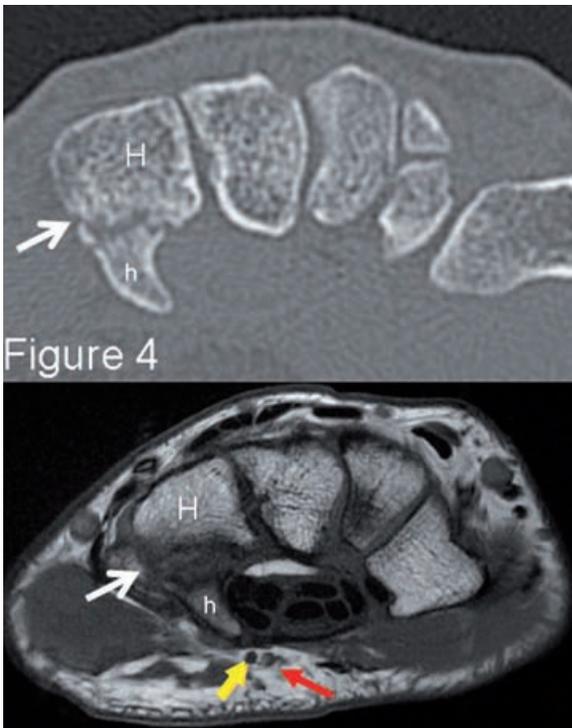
Coupes transversales CT (haut) et IRM T1 (bas) démontrant une fracture pseudarthrosée de l'hamulus de l'hamatum, survenue chez un golfeur de 40 ans (flèches blanches). La pointe de l'hamulus reste à distance du nerf et de l'artère ulnaires.
